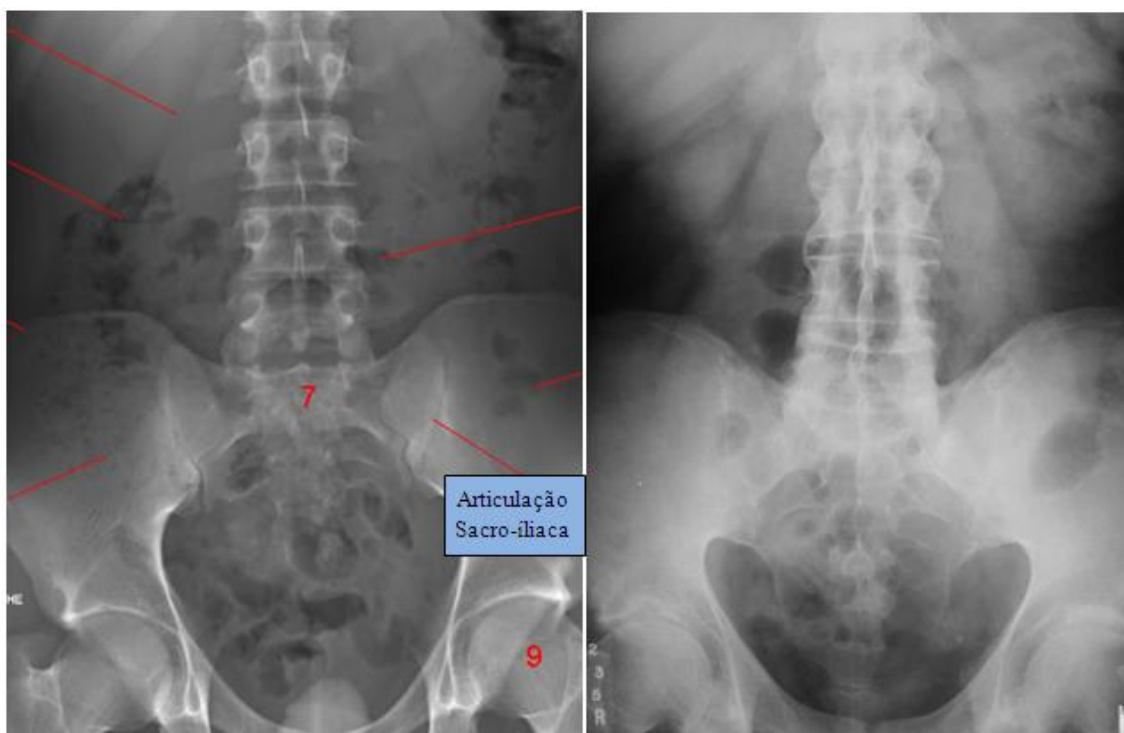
Radiografias da coluna lombar e região SI. a) Radiografia de um indivíduo saudável, realçando as articulações SI; b) Radiografia de um doente com AS, com evidente sacroileíte simétrica e formação de sindesmófitos (de notar a ausência de espaços inter-vertebrais) (adaptado de www.info-radiologie.ch/ e www.learningradiology.com/).
